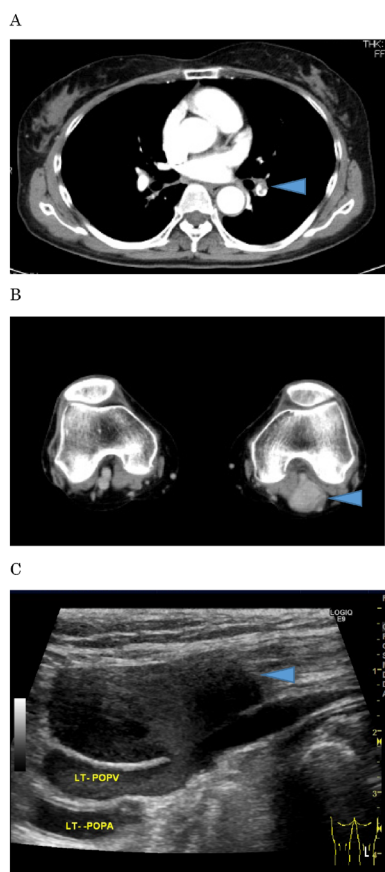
CT and ultrasonography: We recognize the thromboembolism in left lower pulmonary artery(A) and left popliteal vein aneurysm(B, C). (LT-POPV: Left-popliteal vein, LT-POPA: Left-popliteal artery).
